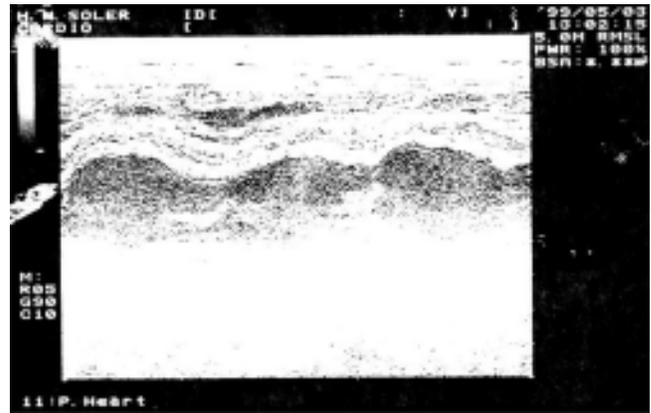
Ecocardiografía monodimensional (modo M).
